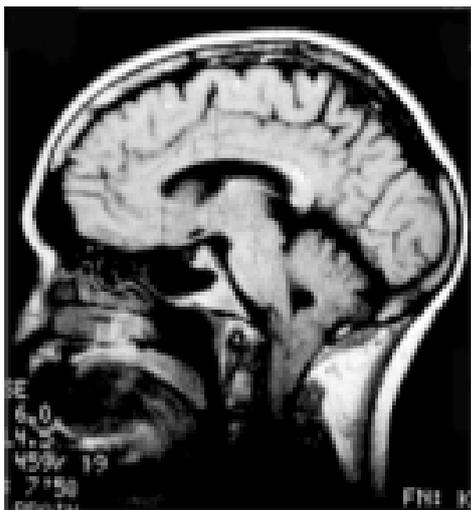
На МР-томограммах головного мозга выявляется опущение миндалин мозжечка ниже БЗО до уровня СIII позвонка, продолговатый мозг несколько сужен, желудочки мозга симметричные, смещение срединных структур не выявлено, выраженное расширение наружных субарахноидальных пространств головного мозга.
